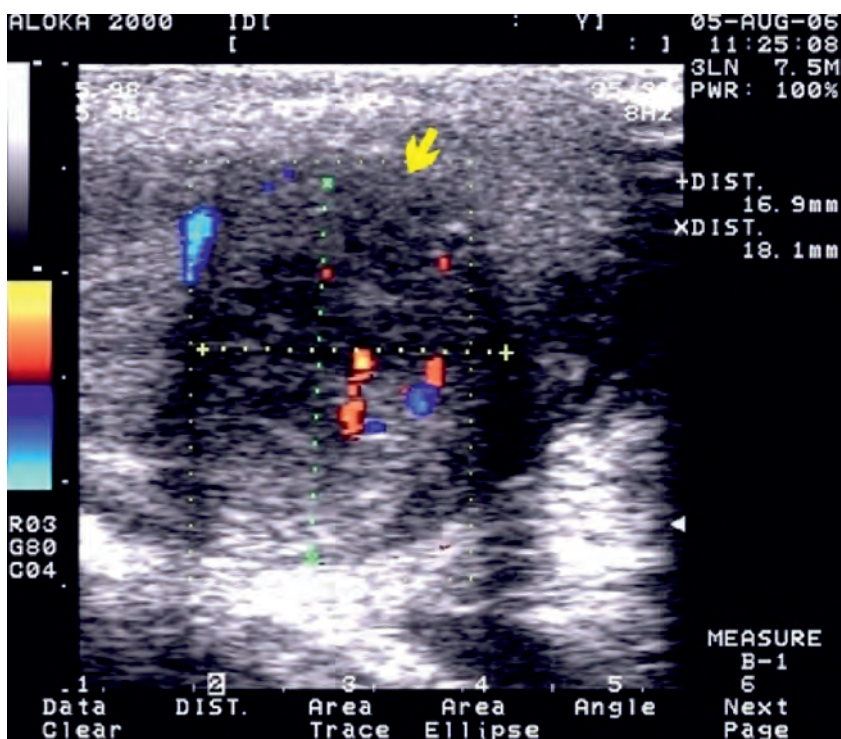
Эхограмма придатка яичка при остром эпидидимите. УЗИ с использованием цветной доплерографии. Инфильтрат в придатке яичка (стрелка), в зоне воспаления усилен кровоток, гипэхогенные очаги в паренхиме придатка — гнойная деструкция
